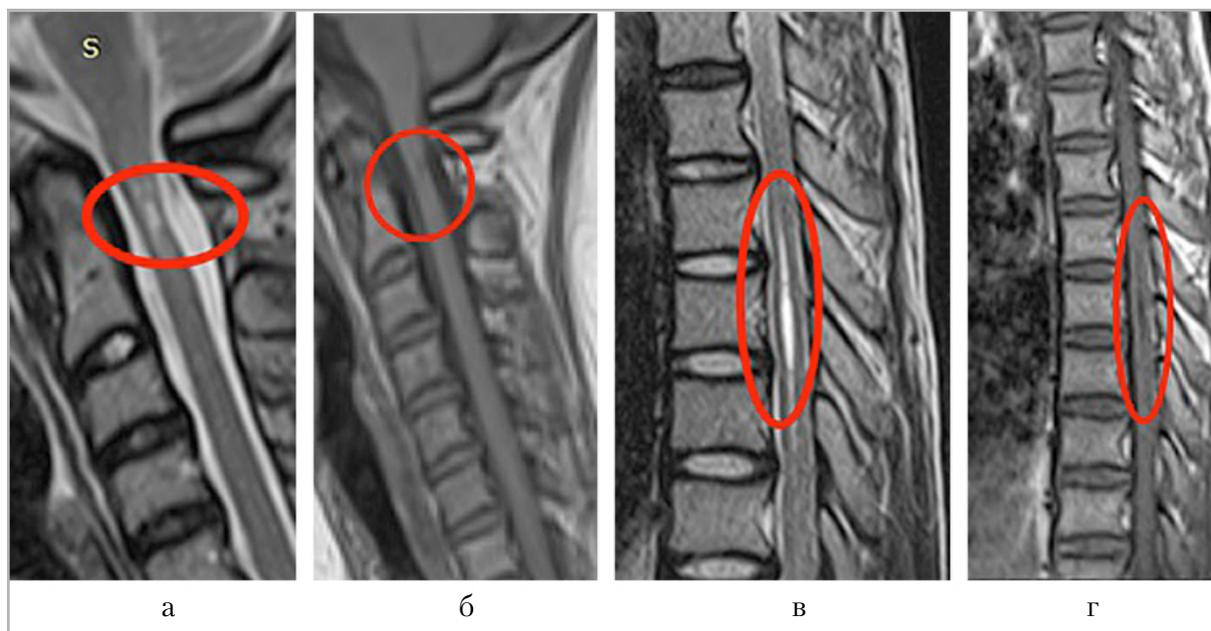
Магнитно-резонансные томограммы спинного мозга пациентов с ахондроплазией в сагиттальной плоскости: *а, б* – миелопатия (миеломалаяция) (горизонтальный красный овал), пациент 12 лет, *а* – T2-ВИ, *б* – T1-ВИ; *в, г* – сирингомиелия (вертикальный красный овал), пациент 10 лет, *в* – T2-ВИ, *г* – T1-ВИ
